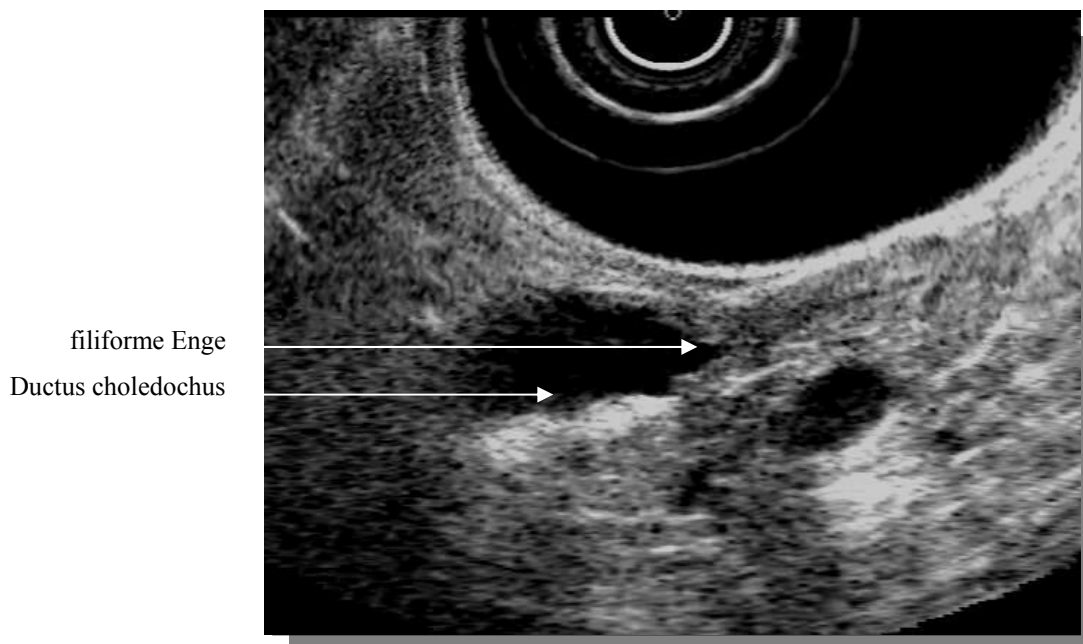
Endosonographischer Nachweis einer Papillitis stenosans
